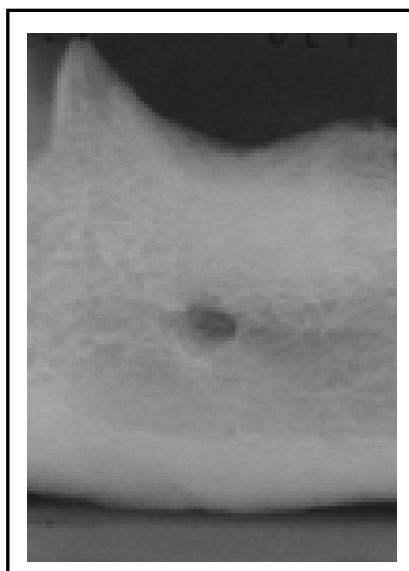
Imagem da radiografia periapical.
